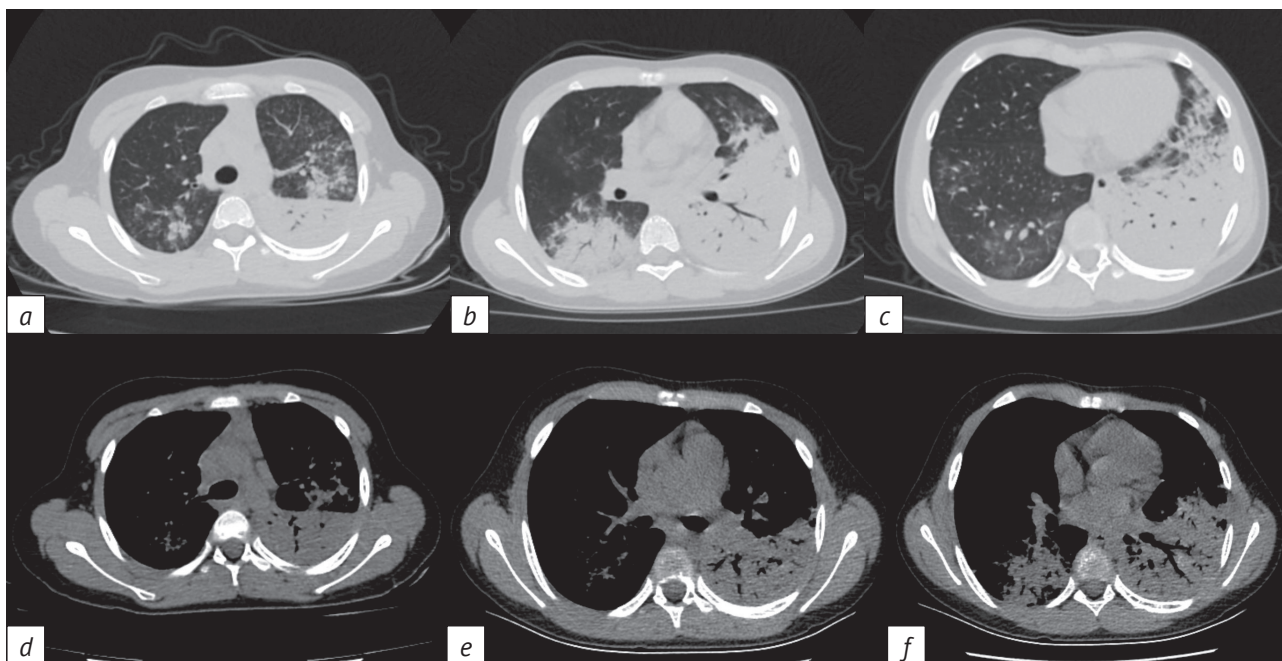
Компьютерные томограммы органов грудной клетки при поступлении пациента в стационар:
